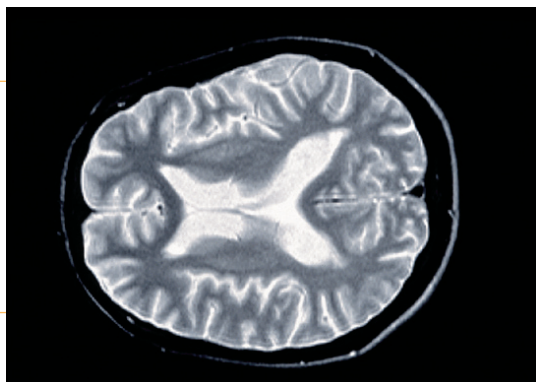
RMN de demència associada al VIH
